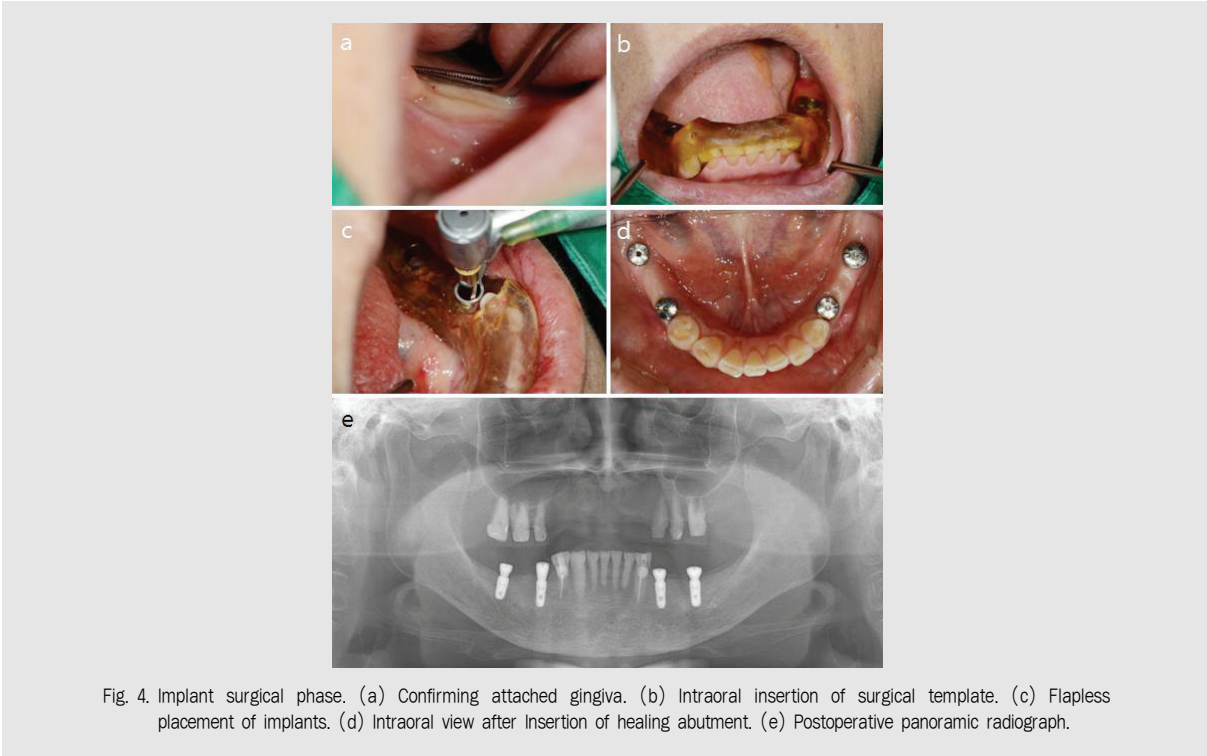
Implant surgical phase. (a) Confirming attached gingiva. (b) Intraoral insertion of surgical template. (c) Flapless placement of implants. (d) Intraoral view after insertion of healing abutment. (e) Postoperative panoramic radiograph.
